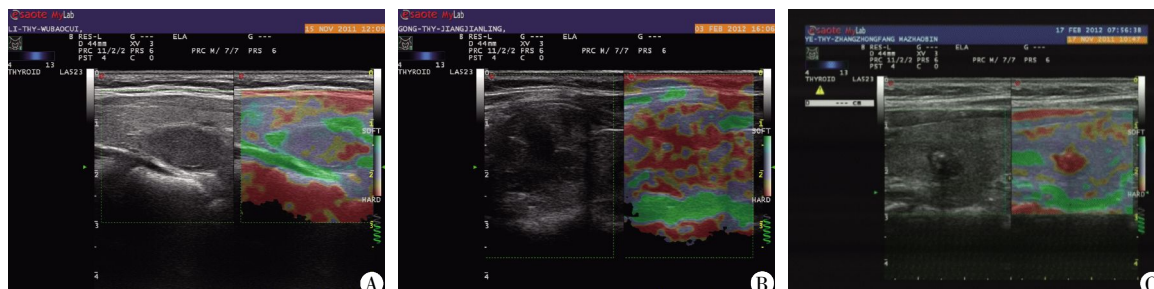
不同级别甲状腺结节的超声实时组织弹性成像图
